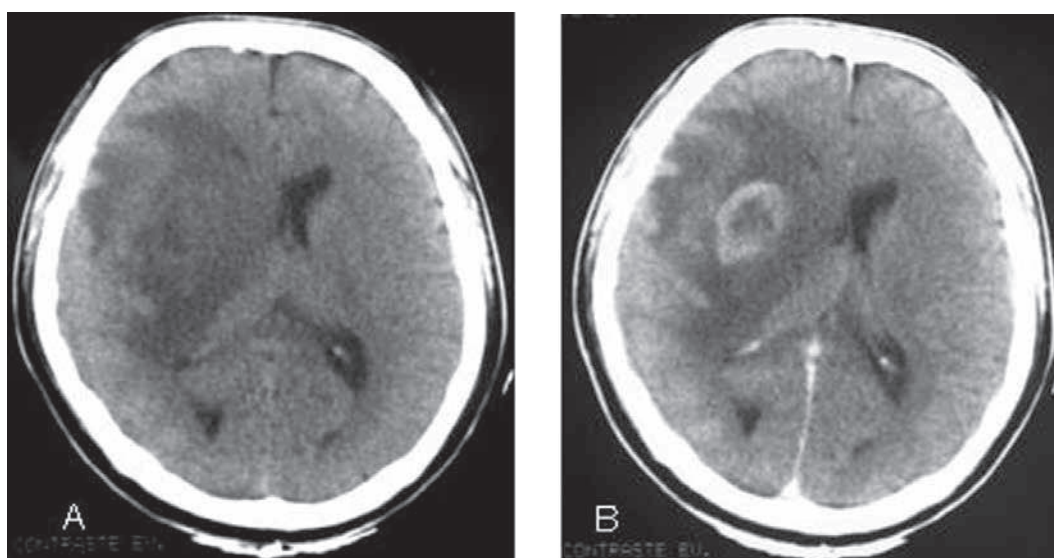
A TC en Toxoplasmosis sin contraste extensa área hipodensa; B luego de la administración del contraste EV se evidencia una lesión que capta en forma anular
